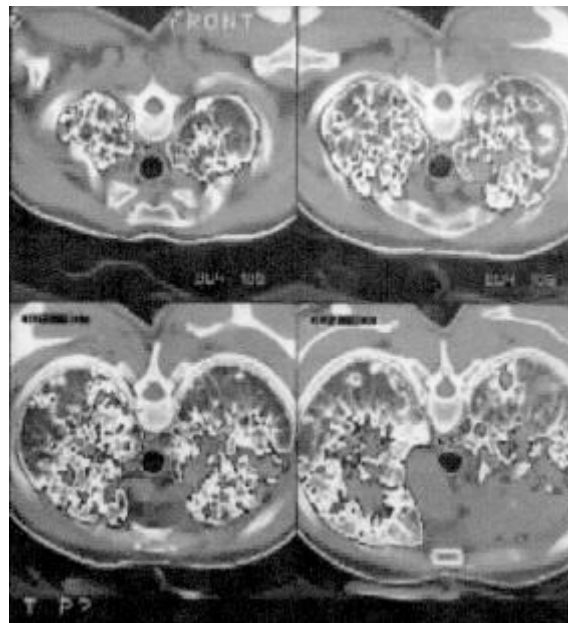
CT TORACIC: MASĂ INTINSĂ DE ȚESUT MOALE CĂTRE SOLID, CU INVAZIE CĂTRE PLEURĂ ȘI TRUNCHIUL BRAHIOCEFALIC LA NIVELUL LSD; LA NIVELUL HEMITORACELUI STÂNG, LOB INFERIOR, ALTĂ MASĂ DE ȚESUT MOALE, NEREGULATĂ, STRUCTURĂ OMOGENĂ; AMBELE CÂMPURI PULMONARE PREZINTĂ MICROARII ROTUND-OVALARE CU DIAMETRUL CUPRINS ÎNTRU 0,5 – 1,5 CM, CU MARGINI NEREGULATE; FIBROZĂ PERIHILARĂ ȘI INTERȘTIȚIALĂ DIFUZĂ
